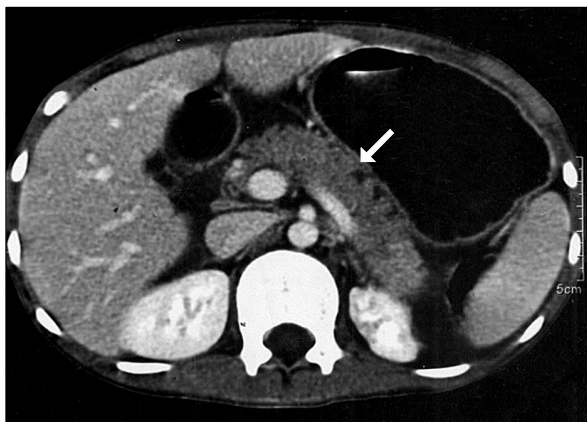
Abdominal CT finding on admission. The pancreas is diffusely swollen without any calcification or stones.
